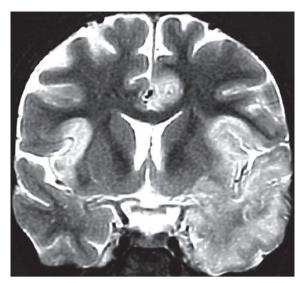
RM encefálica em sequência T2, corte coronal, mostrando hipersinal em lobos temporais, mais evidente à esquerda, em paciente com encefalite herpética.
